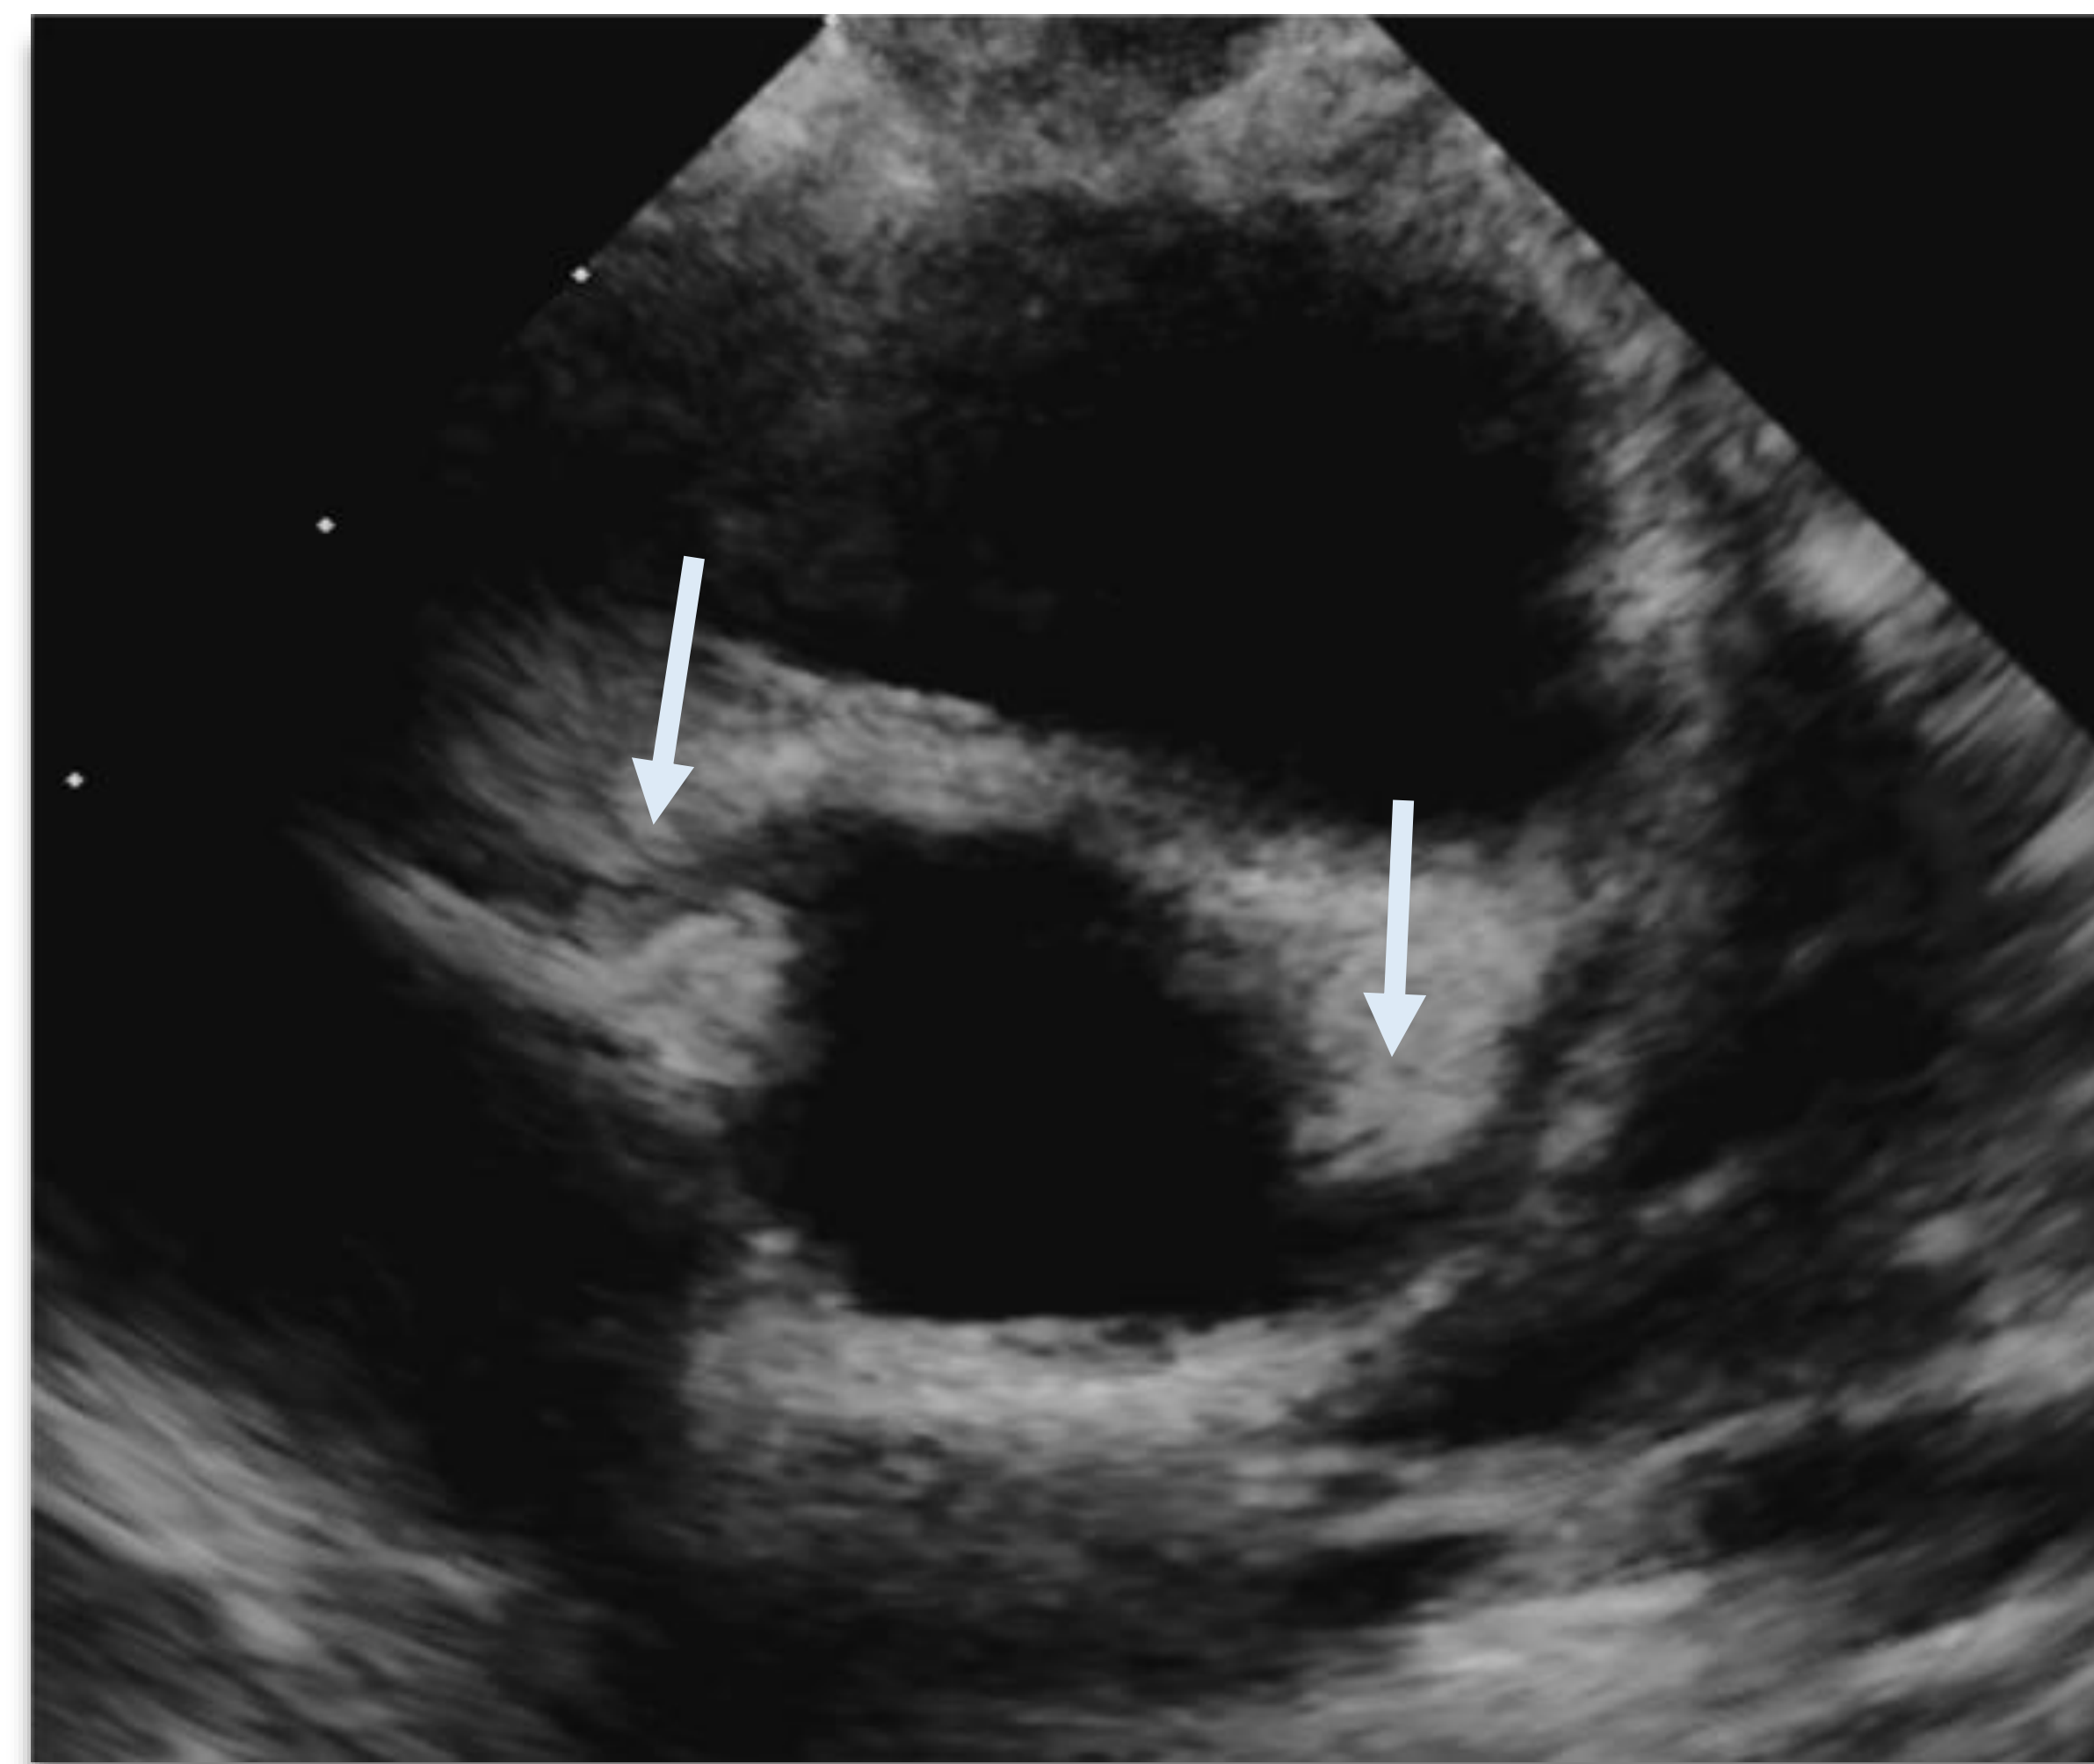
Niña de 2 años con cuadro de fiebre persistente y exantema cutáneo. Analíticamente presentaba positividad de IgG para coronavirus, con negatividad de IgM y PCR. Ecocardiograma transtorácico que muestra dilatación del origen de ambas arterias coronarias (flechas), especialmente del inicio de la arteria coronaria izquierda. En la ecocardiografía de control a las 2 semanas se observó la normalización de su diámetro.
